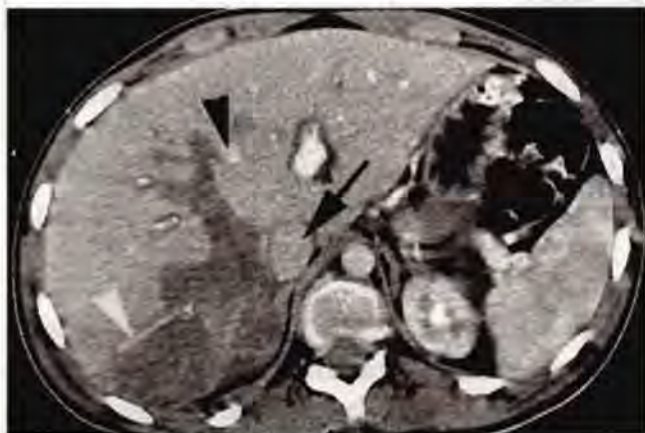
CT abdominal. Dilacerare hepatică gradul IV. Vârf săgeată albă – afluent al venei hepatice drepte. Săgeată neagră – vena cavă inferioară. Vârf săgeată neagră – vena hepatică medie (colecția SCUB).
